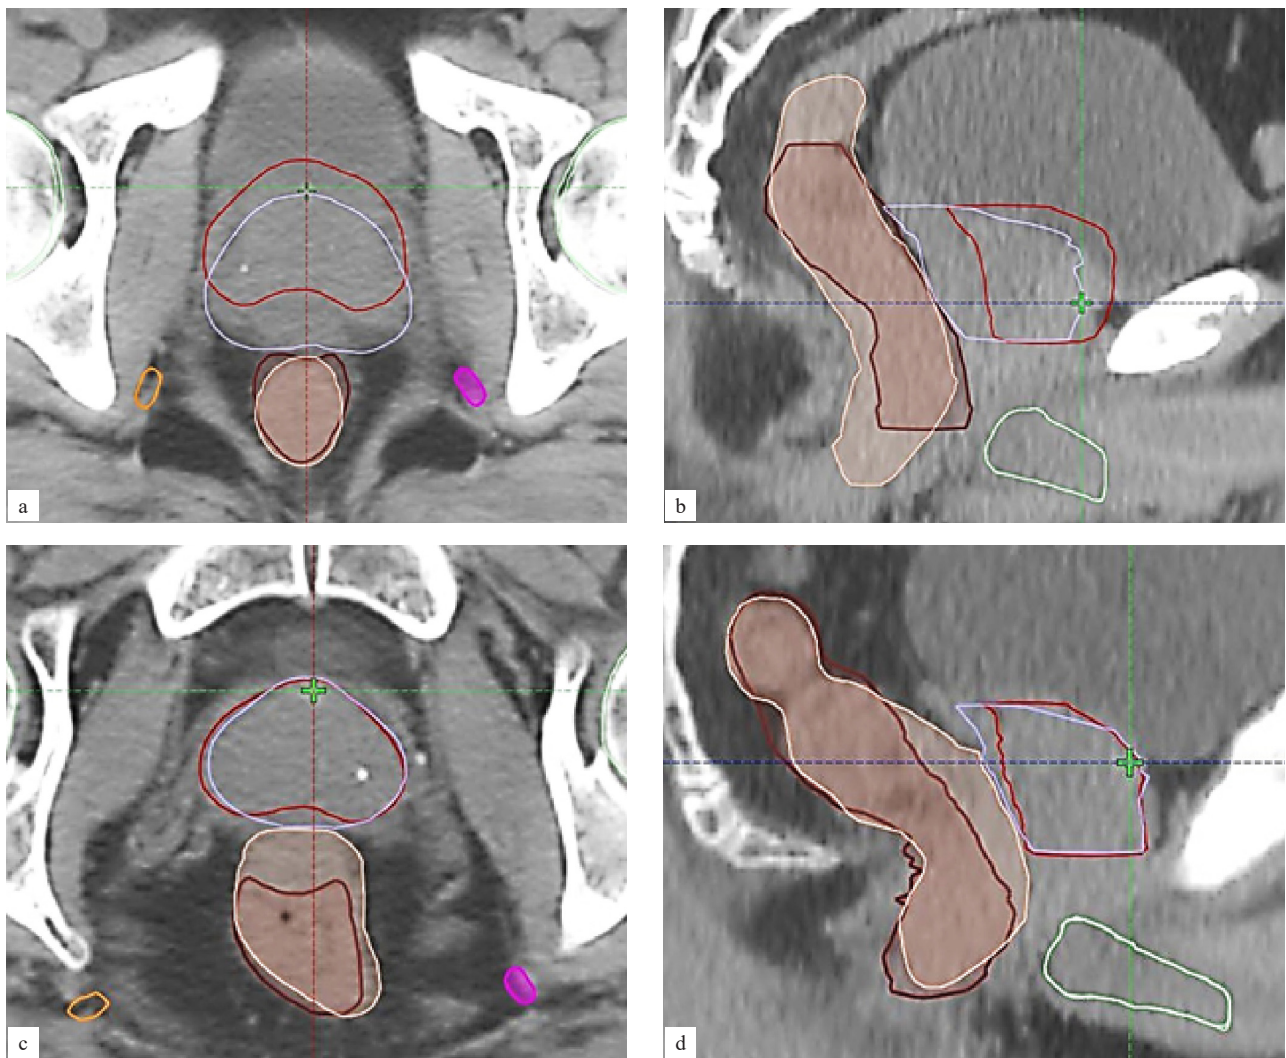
Влияние ПБС на топографию органов в зоне имплантации (топометрическая КТ): А. Пациент Ш. 52 года. Переднее смещение предстательной железы (красный контур) относительно исходного положения (фиолетовый контур). Границы прямой кишки до (светлый контур) и после (темный контур) имплантации ПБС практически неизменны. Оранжевым и малиновым контуром обозначены правая и левая ВПА, голубым цветом — спейсер (аксиальная плоскость сканирования); В. Сагиттальный скан того же пациента. Зеленым контуром обозначена ЛППЧ; С. Пациент М. 67 лет. Заднее смещение прямой кишки при минимальном изменении контуров предстательной железы (аксиальная плоскость сканирования); D. Сагиттальная реконструкция КТ того же пациента
